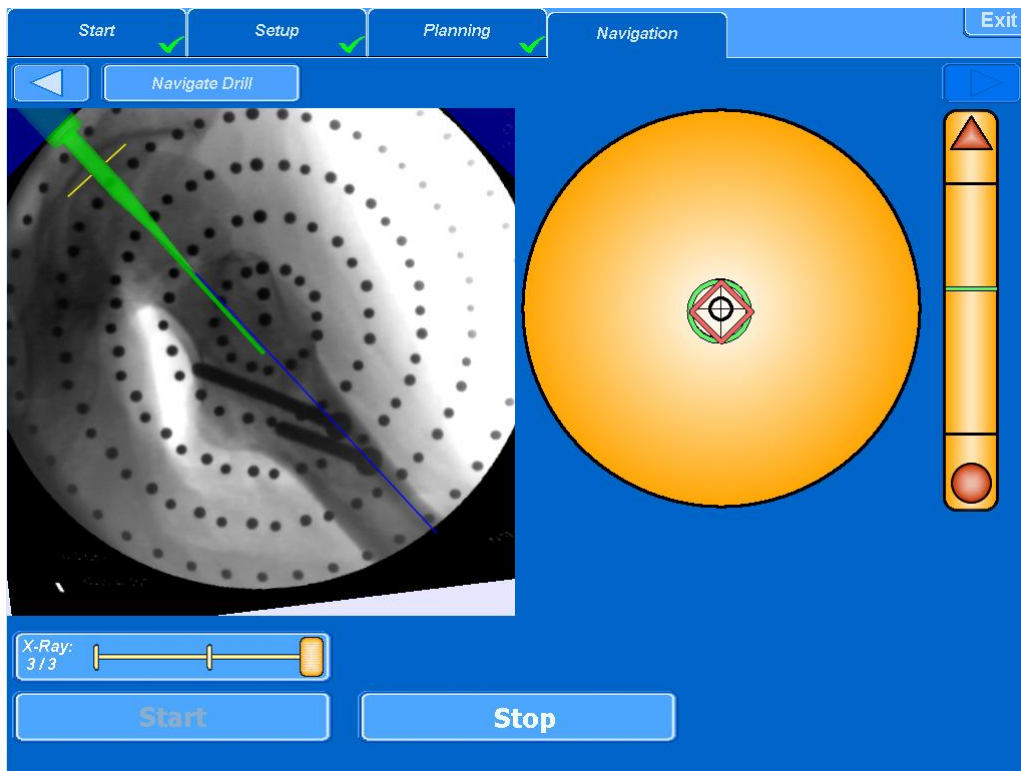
Screenshot der Navigationssoftware: Zielscheibe und Röntgenprojektion mit virtueller Bohrerspitze
